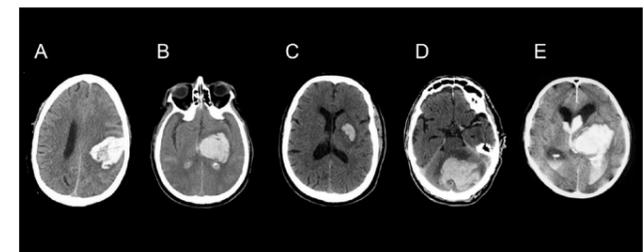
Localizaciones del HICE en TAC simple de cráneo. (A) parietal (lobar); (B) talámico; (C) putaminal; (D) cerebeloso; (E) con invasión ventricular.
